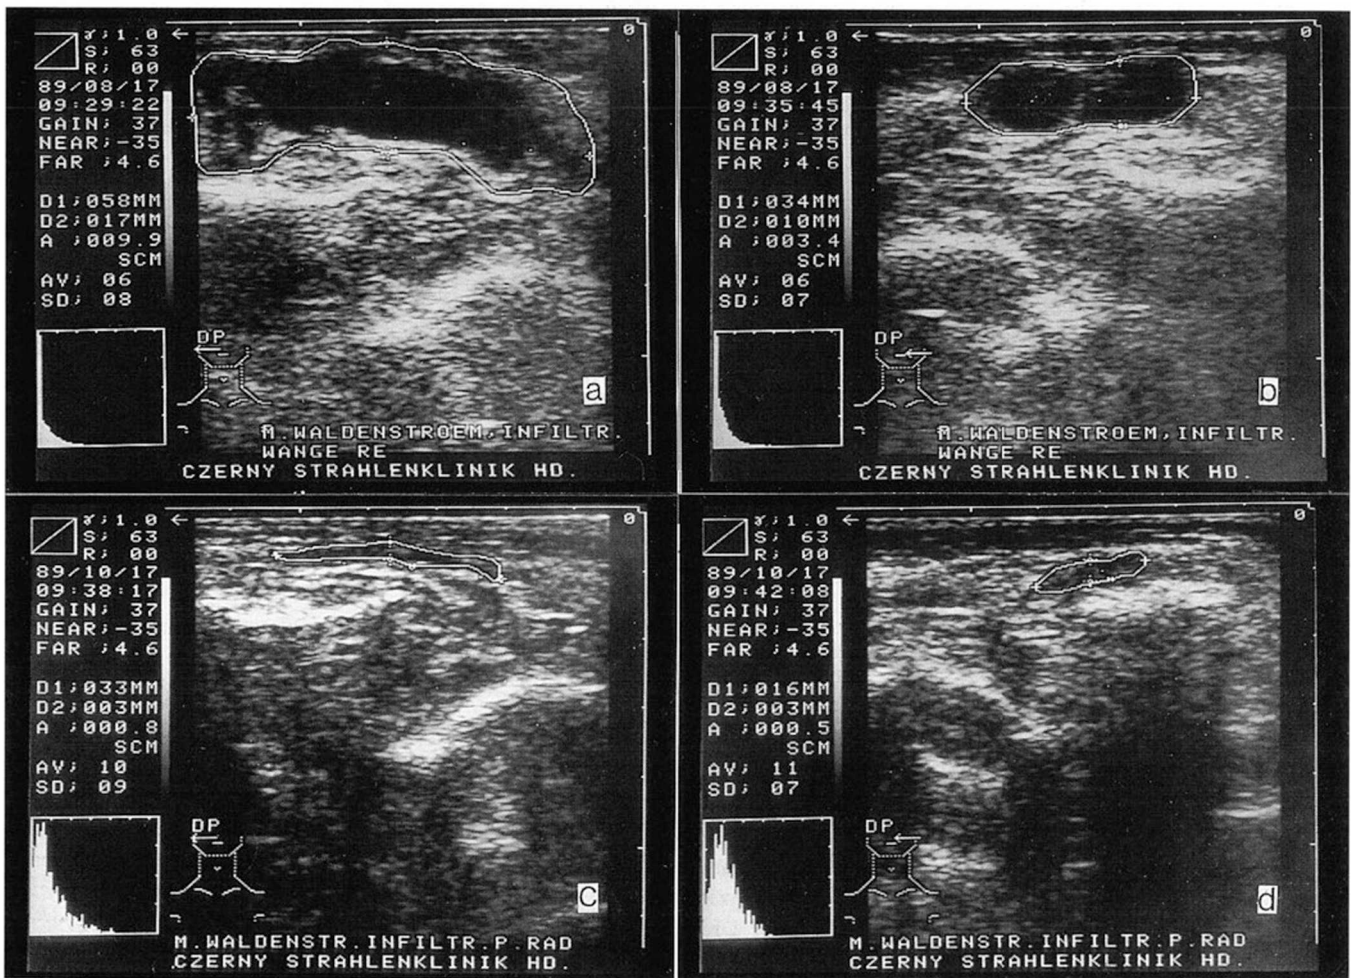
Objektivierung des Therapieverlaufs durch Sonographie (5 MHz; Transversalschnitte; Grauwert-Histogramm). Oben: Ausgangsbefund; ausgedehnte Tumorinfiltrate rechte (a) und linke Wange (b). Unten: 7 Wochen nach Abschluß der Strahlentherapie; hervorragende Remission mit Volumenrückgang und Fibrosierung mit Aufhebung der Echogenität; rechte (c) und linke Wange (d).
